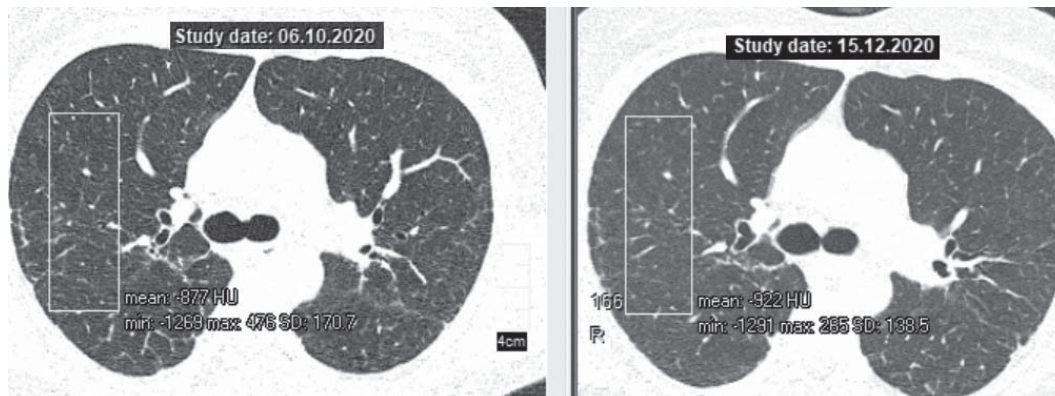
КТ ОГП пацієнтки Т. на рівні біфуркації трахеї до та після 3 міс комбінованої терапії МТХ та ГХ: зменшення мікровузликів дисемінації; щільність паренхіми зменшилася з -877 HU до -922 HU
